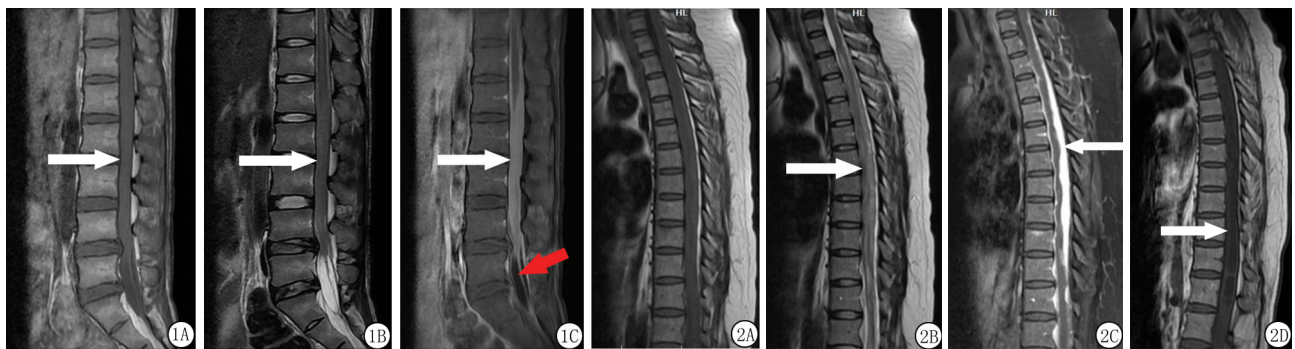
患者,男性,26岁,结核性脊膜神经根炎。主因纳差2月余,双下肢疼痛1个月,加重伴双下肢无力、二便失禁15d入院。胸部CT示血行播散型肺结核,头颅核磁示脑实质多发结核瘤
